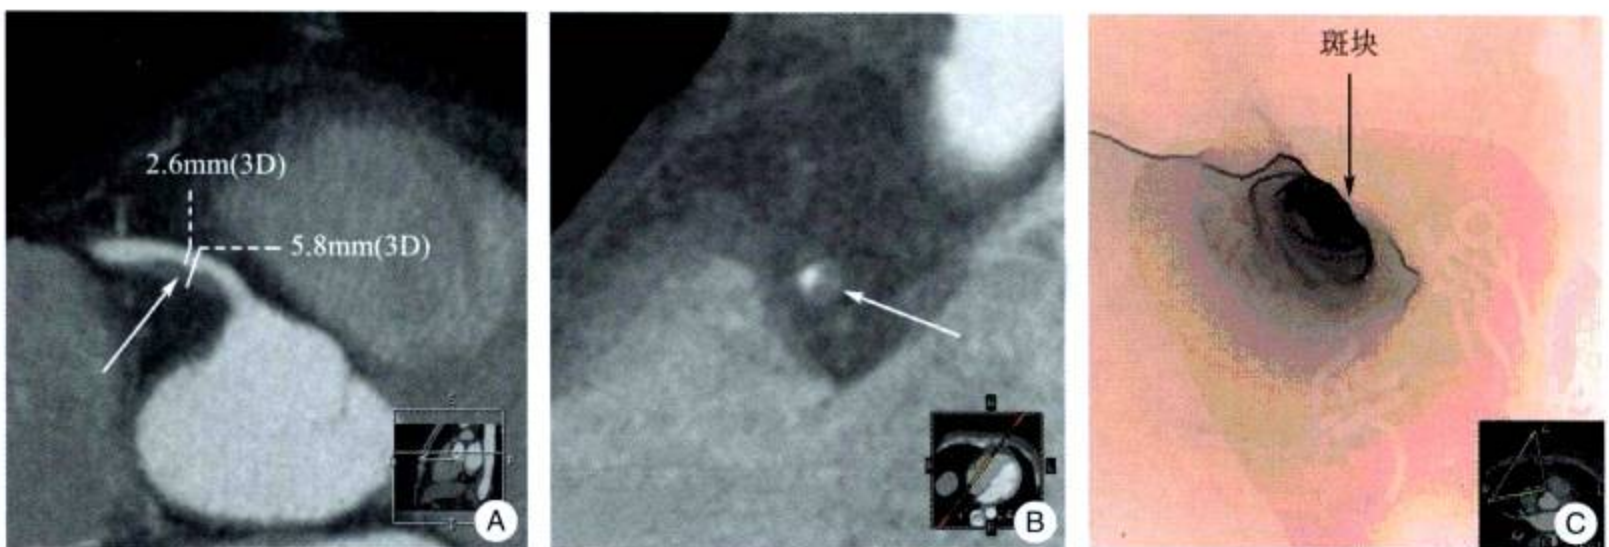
右冠状动脉近心段软斑块 (CT 值 37HU)，为易损斑块，呈中度狭窄 (A、B ↑)，仿真内镜显示斑块及管腔 (C ↑)
